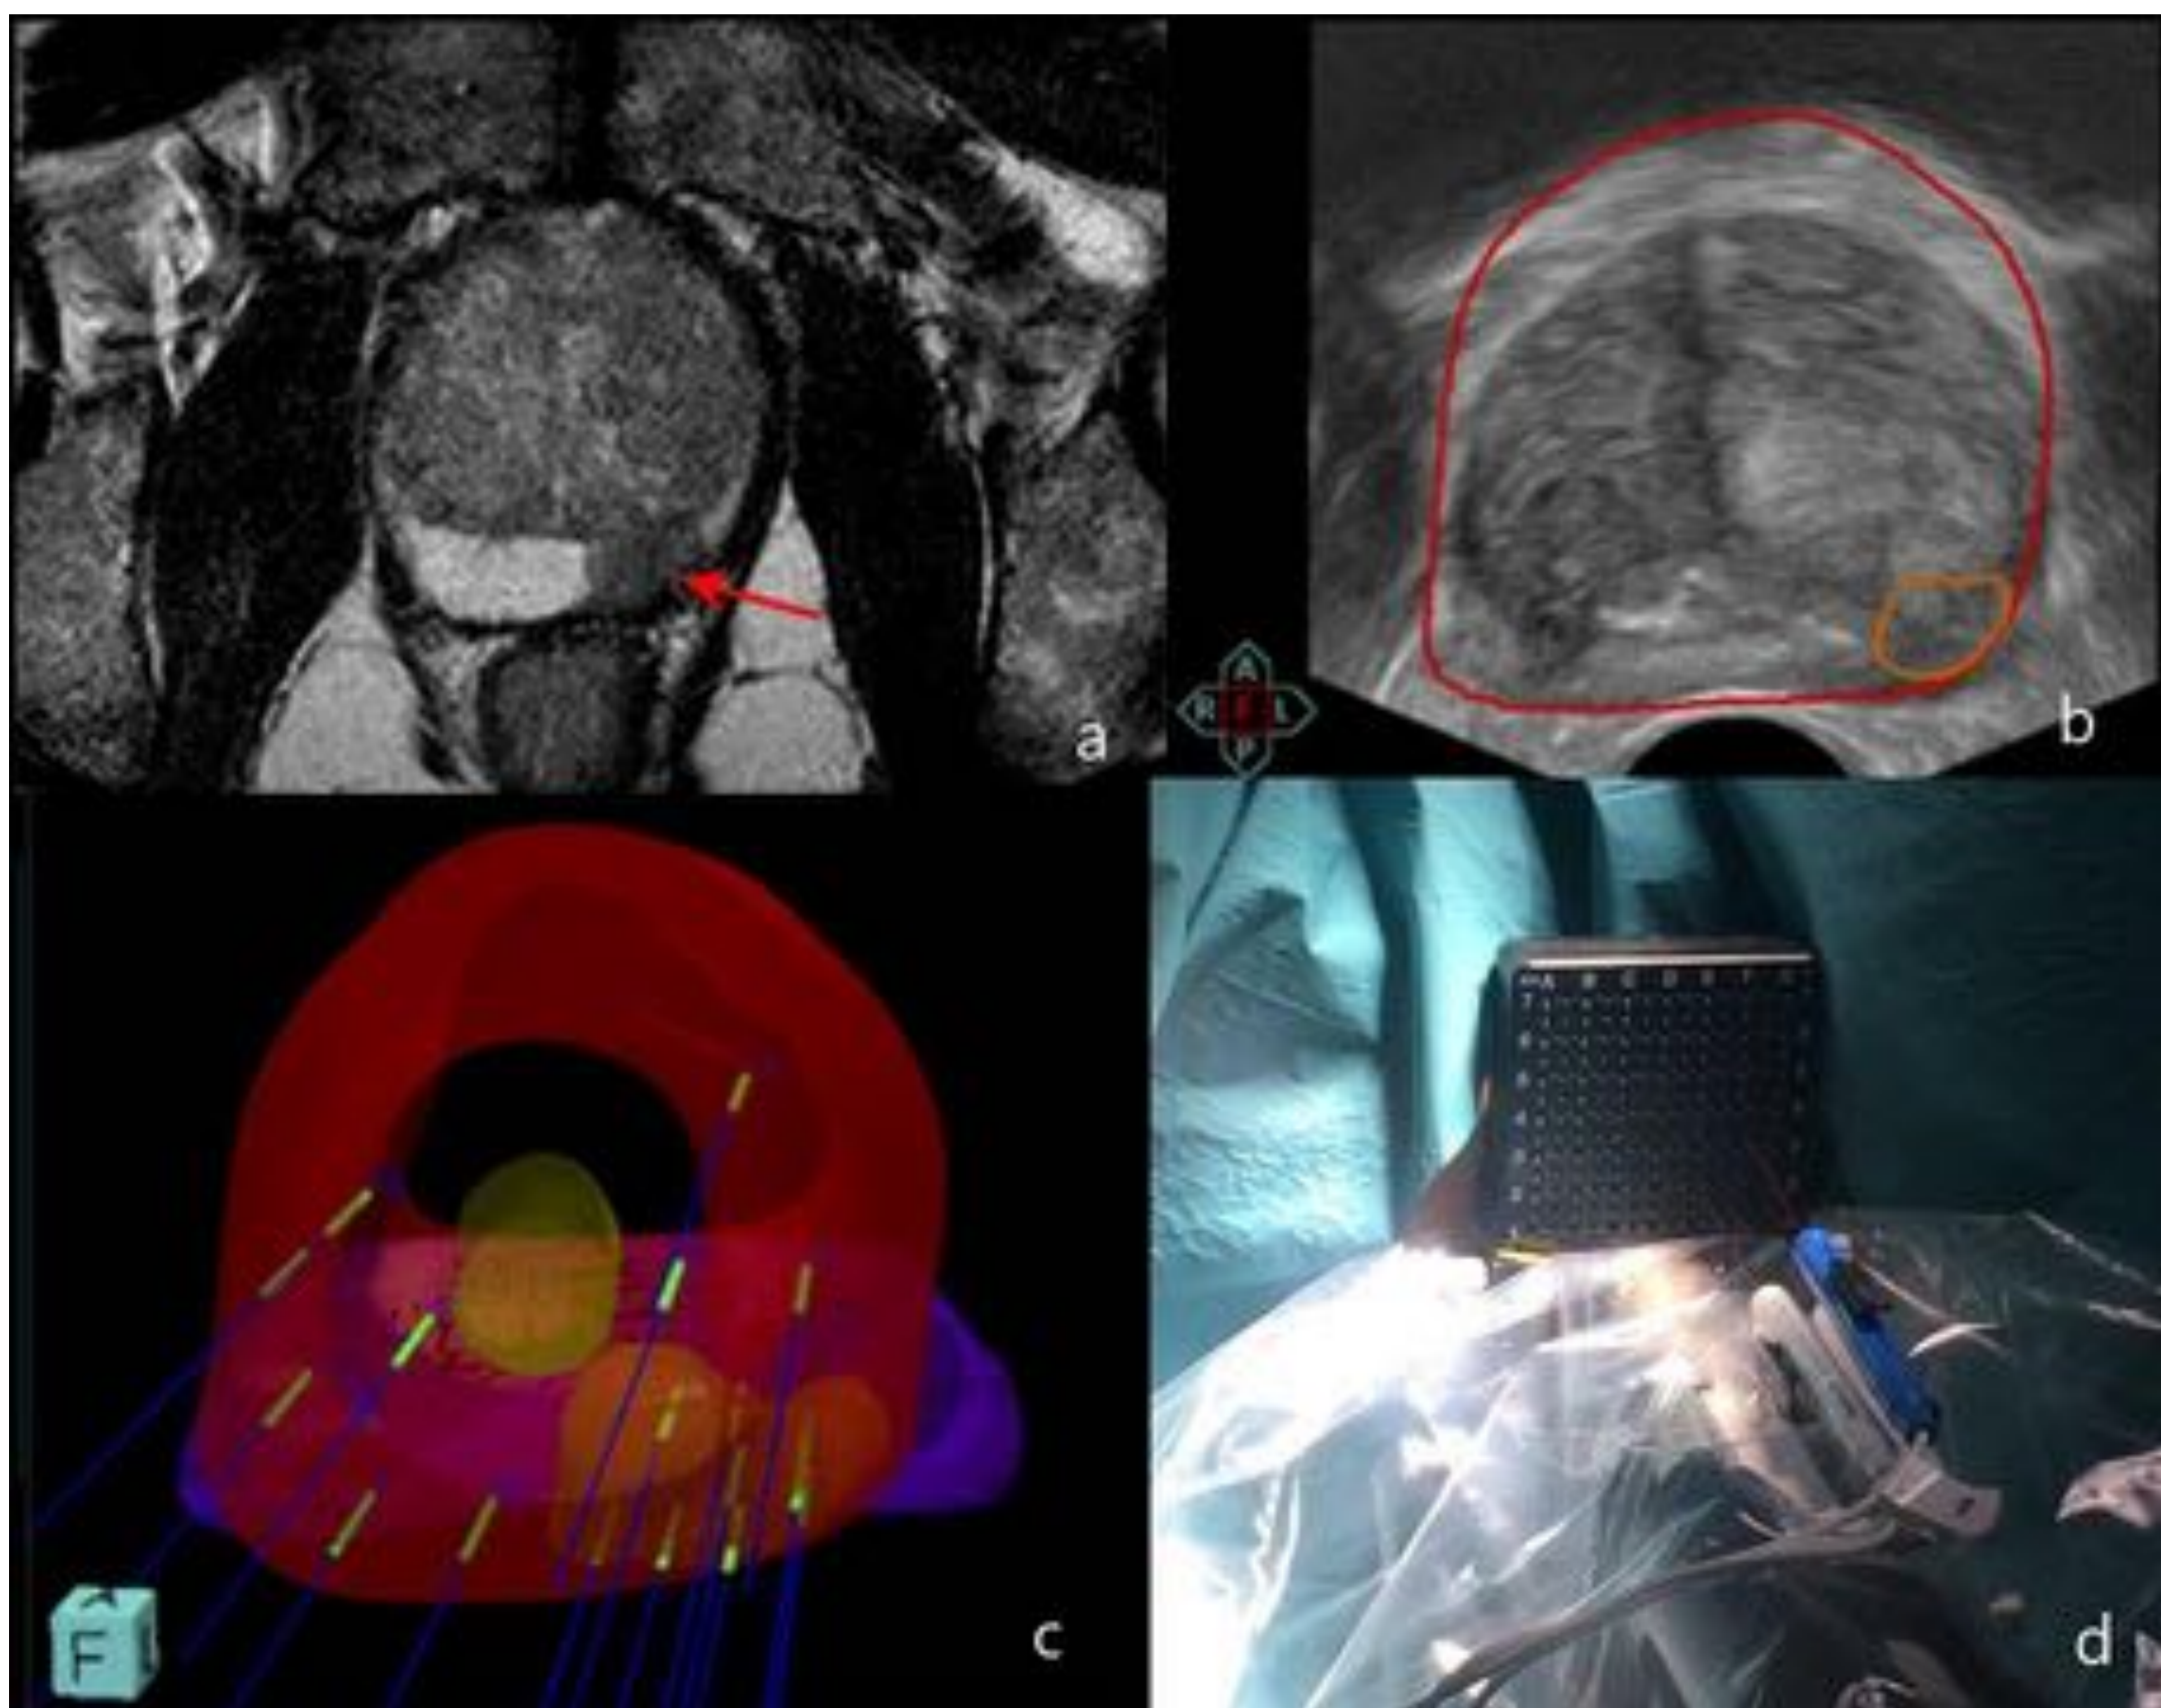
Lesión focal moderadamente hipointensa en T2 localizada en zona periférica de la glándula media (PIRADS 5) (a). Imagen fusión ecografía-RM que muestra el volumen prostático (rojo) y la lesión sospechosa (naranja) (b). Representación volumétrica de la próstata (rojo), la lesión sospechosa (naranja), la uretra (amarillo) y las vesículas seminales (morado), con la localización de los sitios de biopsia (c). Sistema de biopsia transperineal por fusión de imágenes ecografía-RM (d).
